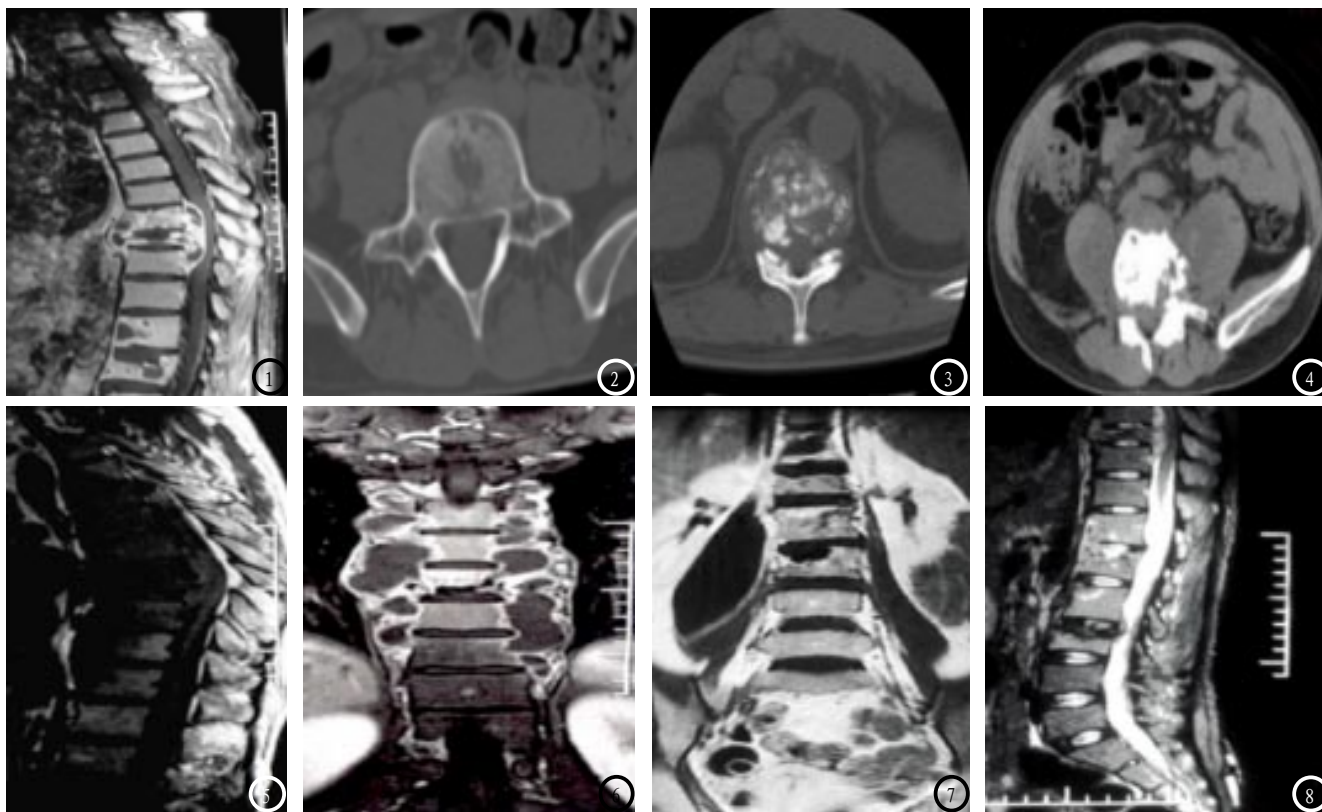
CT. 男性, 41岁, T12~L3椎体不同程度骨质破坏; 图2 CT. 虫蚀型椎体破坏, 内为多发斑点状骨质缺损; 图3 CT. 碎片型椎体破坏, 内为密集大小不等的碎骨块或钙化灶; 图4 CT. 椎旁脓肿, 表现为椎旁软组织肿块影, 其内可见密度减低区, 并可见斑点状钙化; 图5 MRI. T1WI显示受累椎体T3~T11呈低信号; 图6 MRI. 冠状位显示巨大椎旁脓肿; 图7 MRI. 增强扫描见椎旁脓肿边缘均匀强化, 内部脓液无强化; 图8 MRI. T8~9层面示椎管受压, 脊髓信号正常。
